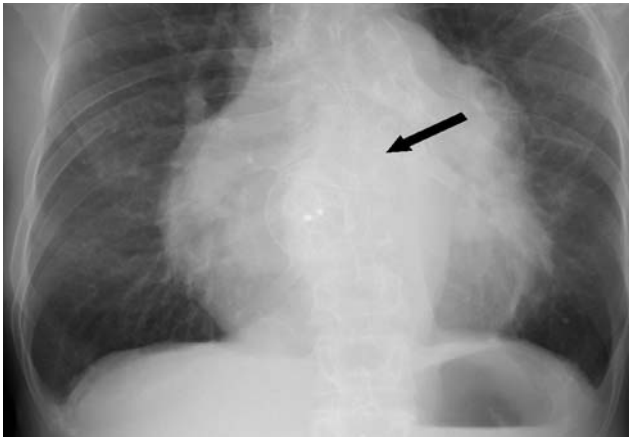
Chest X-ray showed cardiomegaly and increased pulmonary vascular markings with ASO (arrow) in atrial septum.
